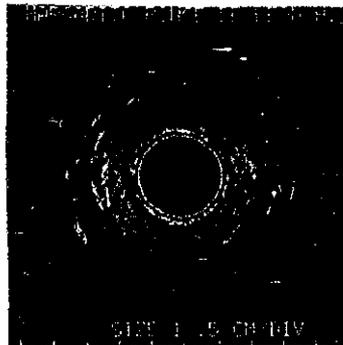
Imagen ultrasonográfica del esfínter anal externo.
